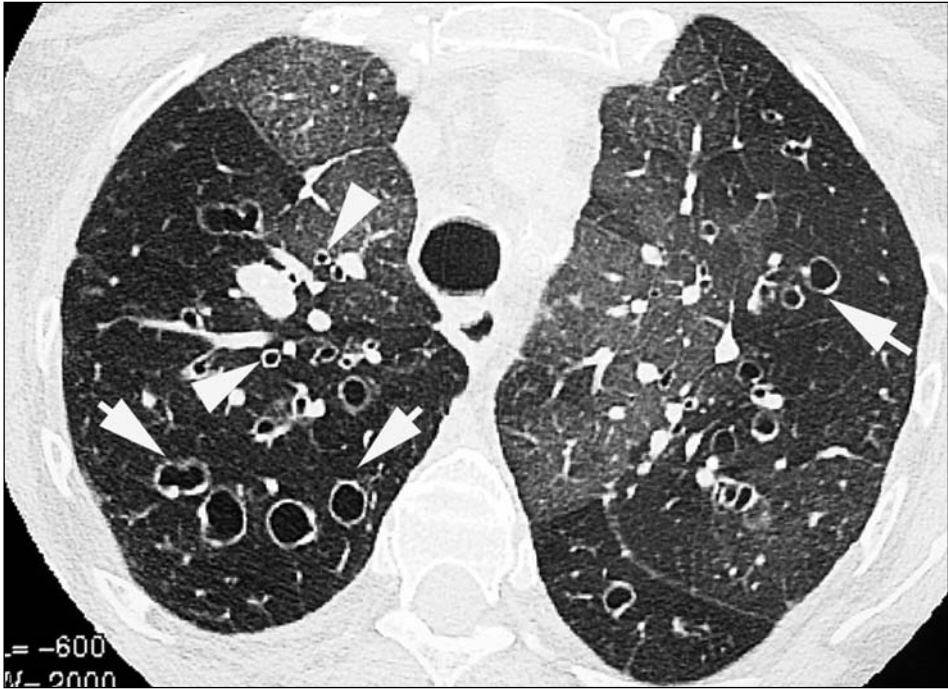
Bronquiectasias, bronquitis crónica y atrapamiento aéreo. Corte axial de TC a nivel de los LL.SS. Se identifican múltiples dilataciones bronquiales (flechas) asociada a engrosamiento de algunas paredes bronquiales (cabeza de flechas). Las áreas hiperlucientes visibles en ambos pulmones representan atrapamiento aéreo.
